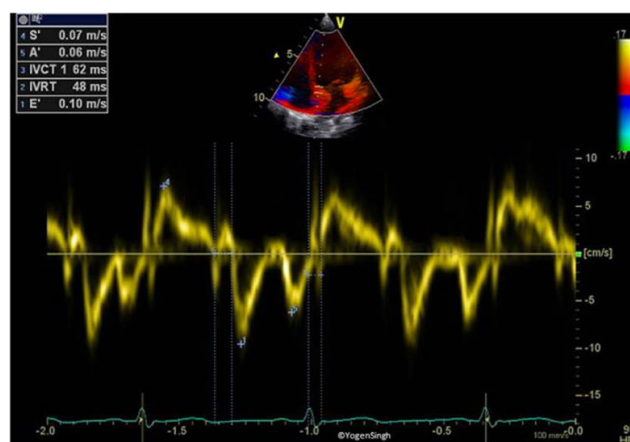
Échographie 2D en coupe 4 cavités, mode Doppler Tissu Imaging à la partie médiale de l'anneau mitral mettant en évidence l'onde S', l'onde E' et A'.
